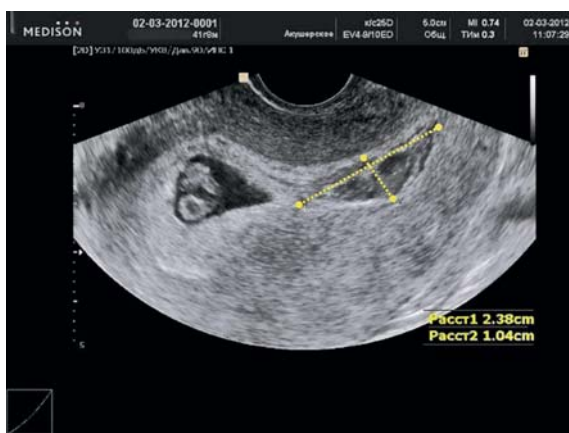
Беременность 7 нед. Ретрохориальная гематома (УЗИ)
